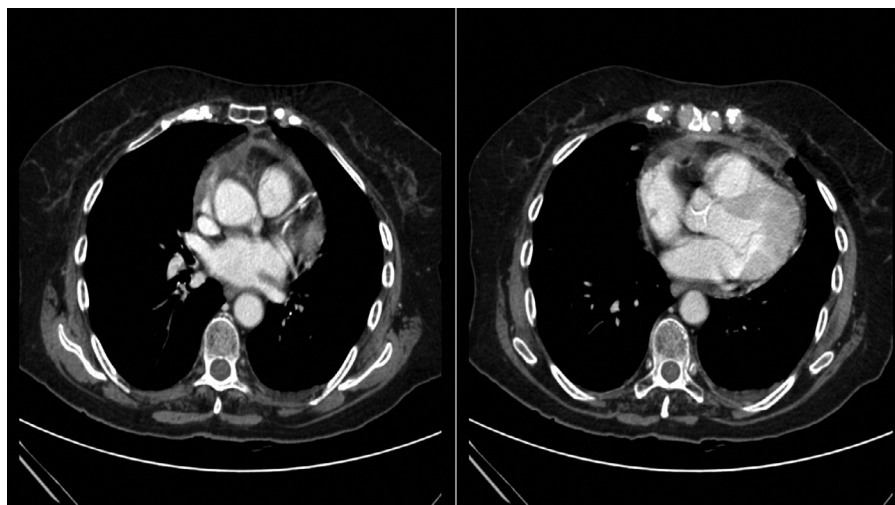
Tomografía axial computarizada torácica en la que se aprecia un ligero derrame pleural izquierdo y un mínimo derrame pericárdico.
